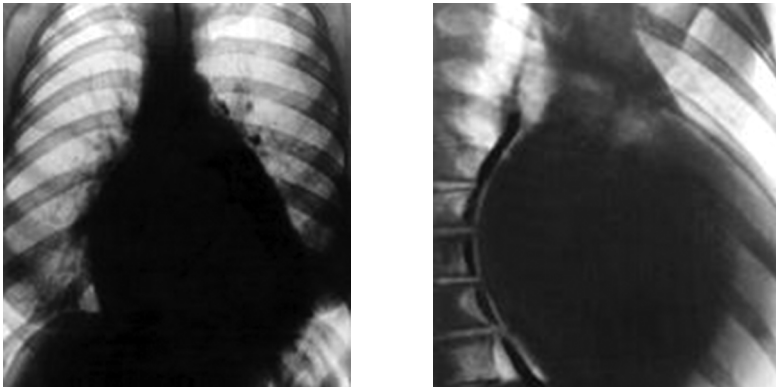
Рентгенограммы больного с митральной недостаточностью
